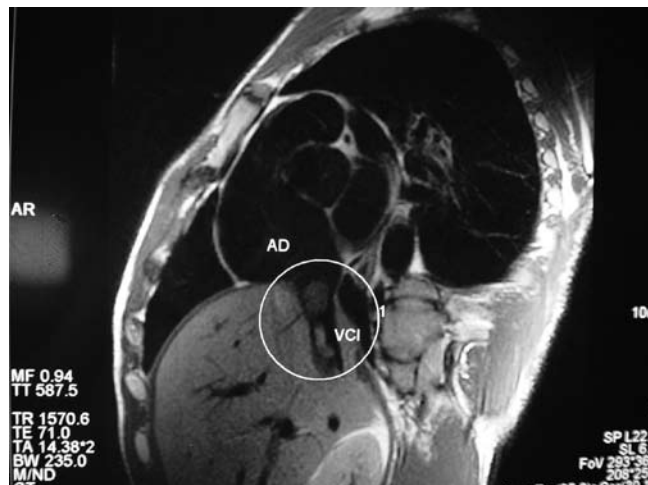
Resonancia magnética del trombo en la vena cava retrohepática con extensión a la aurícula.
